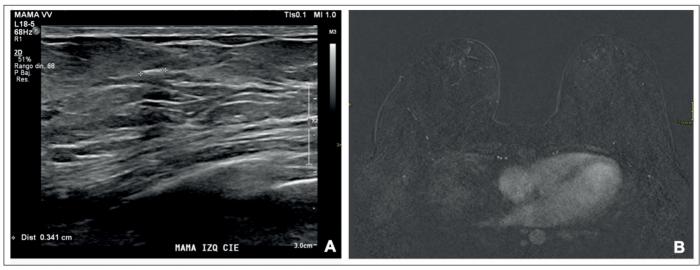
Control imagenológico de una paciente de la serie. Ecografía (A) y Resonancia magnética (B) en control post neoadyuvancia.
